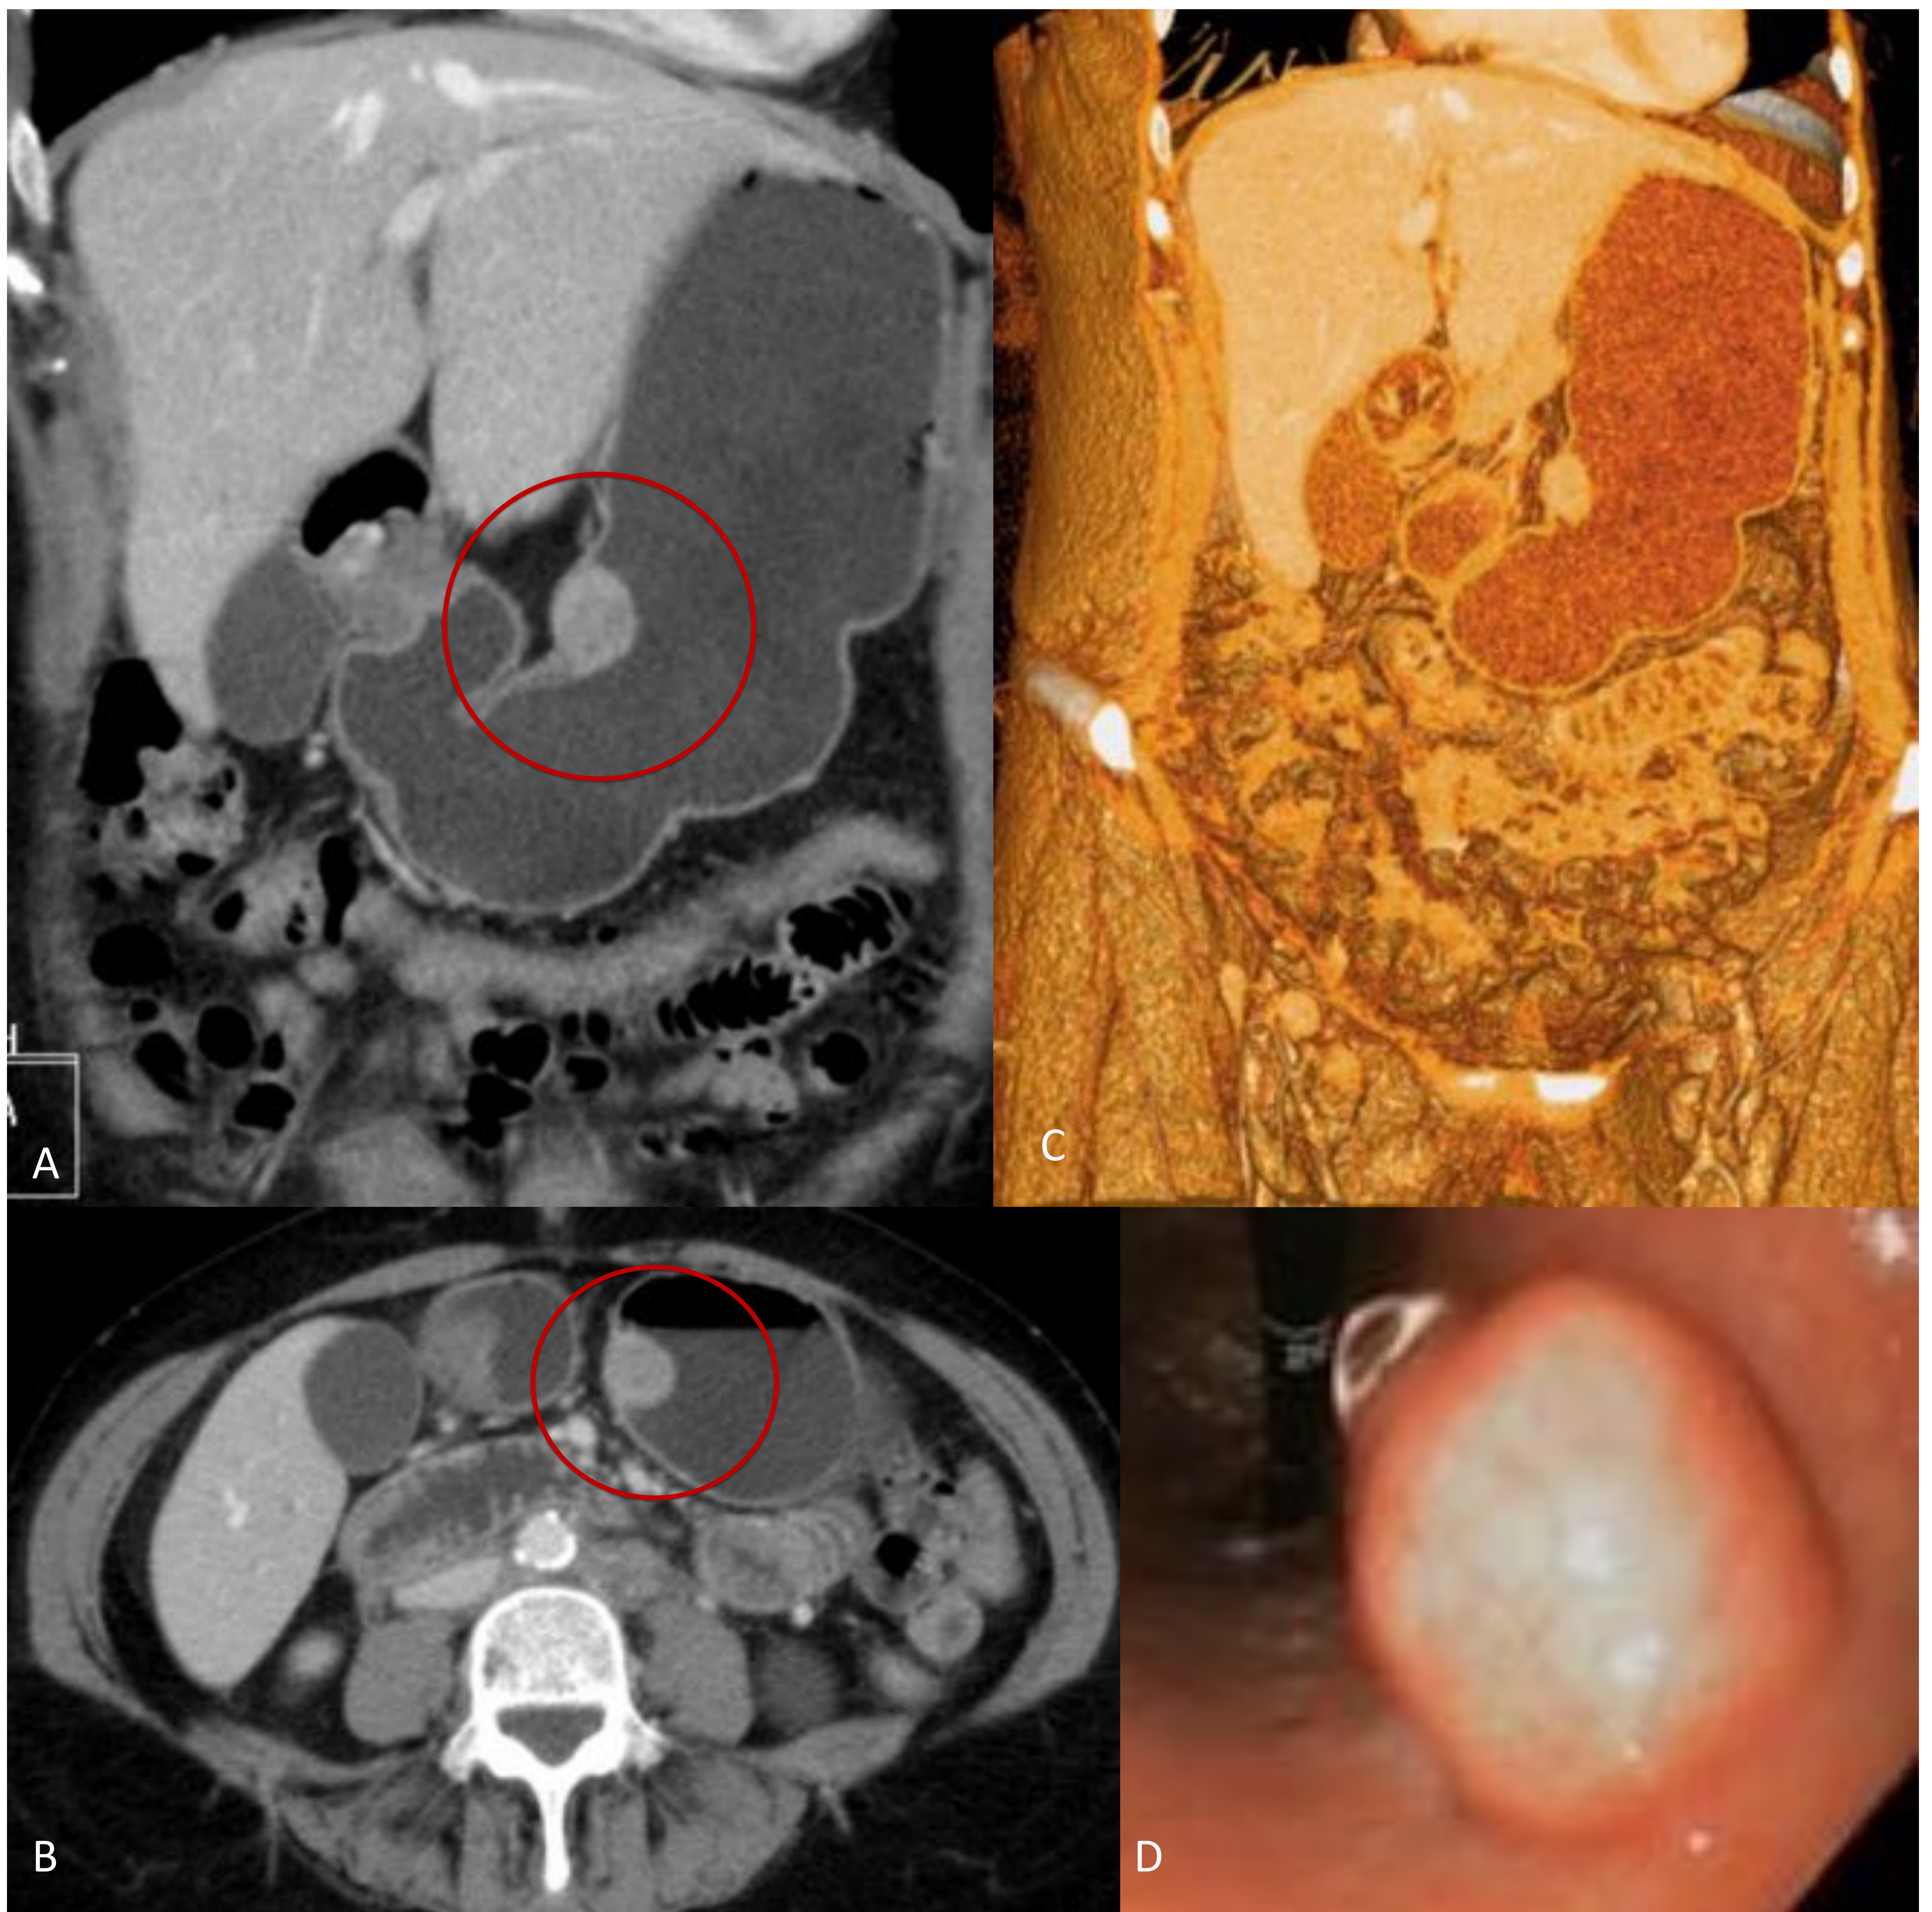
GIST en curvatura menor gástrica. A y B. Coronal y axial de TC Abdominopélvico tras CIV. C. Volume rendering (VR) coronal con corte a nivel de cavidad gástrica. D. Gastroscoopia. Lesión con crecimiento endoluminal (círculo rojo) en curvatura menor de cuerpo gástrico, menor de 30mm de diámetro, de bordes bien definidos y realce homogéneo. La inmunohistoquímica determino: S100 -, Actina +, Desmina +, CD117 +++.
